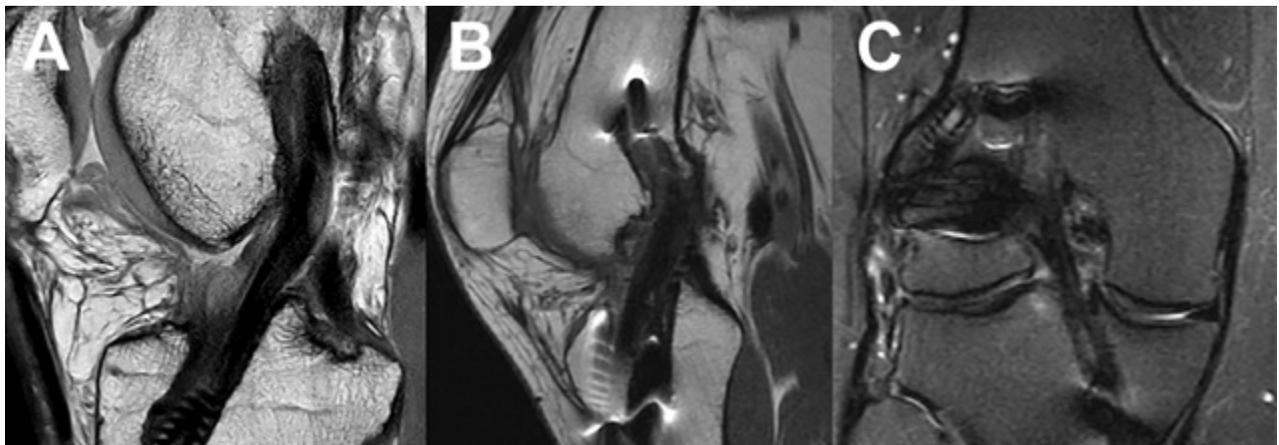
A) Resonancia magnética al año postoperatorio de revisión de LCA. B y C) RM de revisión de LCA más plástica extraarticular lateral. Nótese el neoligamento homogéneo y continuo en ambos pacientes.
